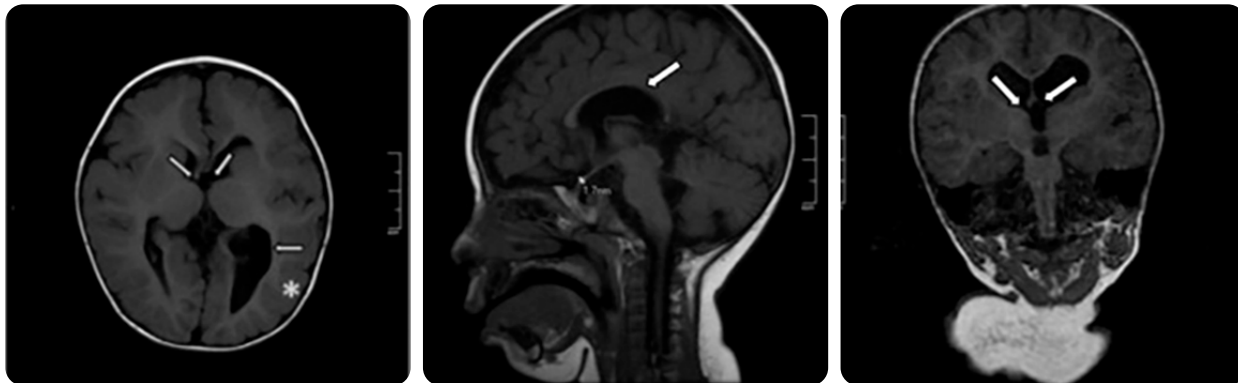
Paciente de 14 meses edad con diagnóstico prenatal de ventriculomegalia leve. RM corte axial T2 FLAIR\*. a) Plano axial: ausencia de fórnix bilateral (flechas superiores), colpocefalia (flecha horizontal), continuidad de cisura interhemisférica con el sistema ventricular y ventriculomegalia de predominio izquierdo (\*). b) Plano sagital: disgenesia del cuerpo calloso. c) Plano coronal: ausencia bilateral de fórnix.
